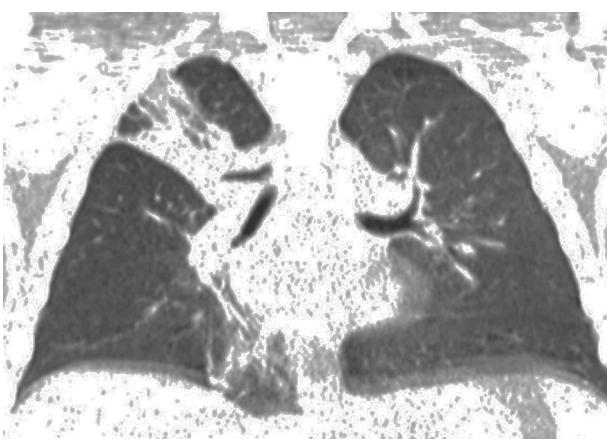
Reconstrucción de la tomografía de tórax en donde la flecha señala la emergencia anómala del bronquio apical derecho.
